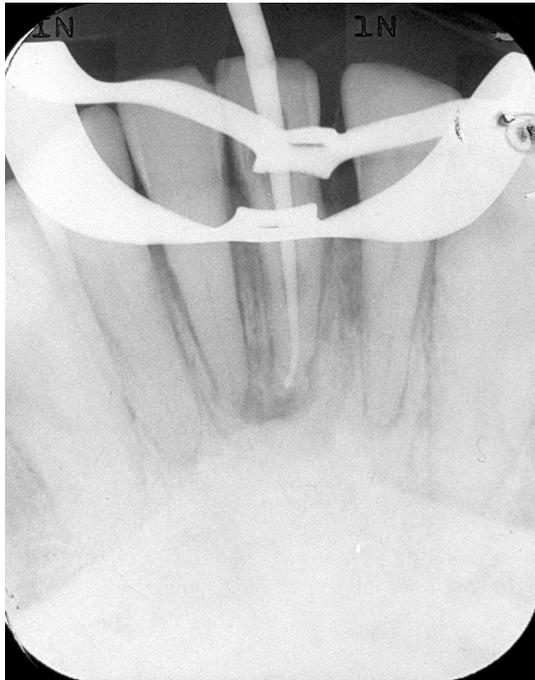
Figura Nro 4. Radiografía de control de colocación de  $\text{Ca(OH)}_2$
